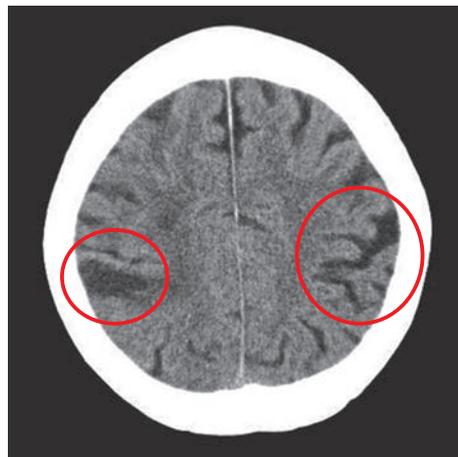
左角回～縁上回の脳梗塞と右中心後回～上頭頂小葉の脳塞栓のCT画像
